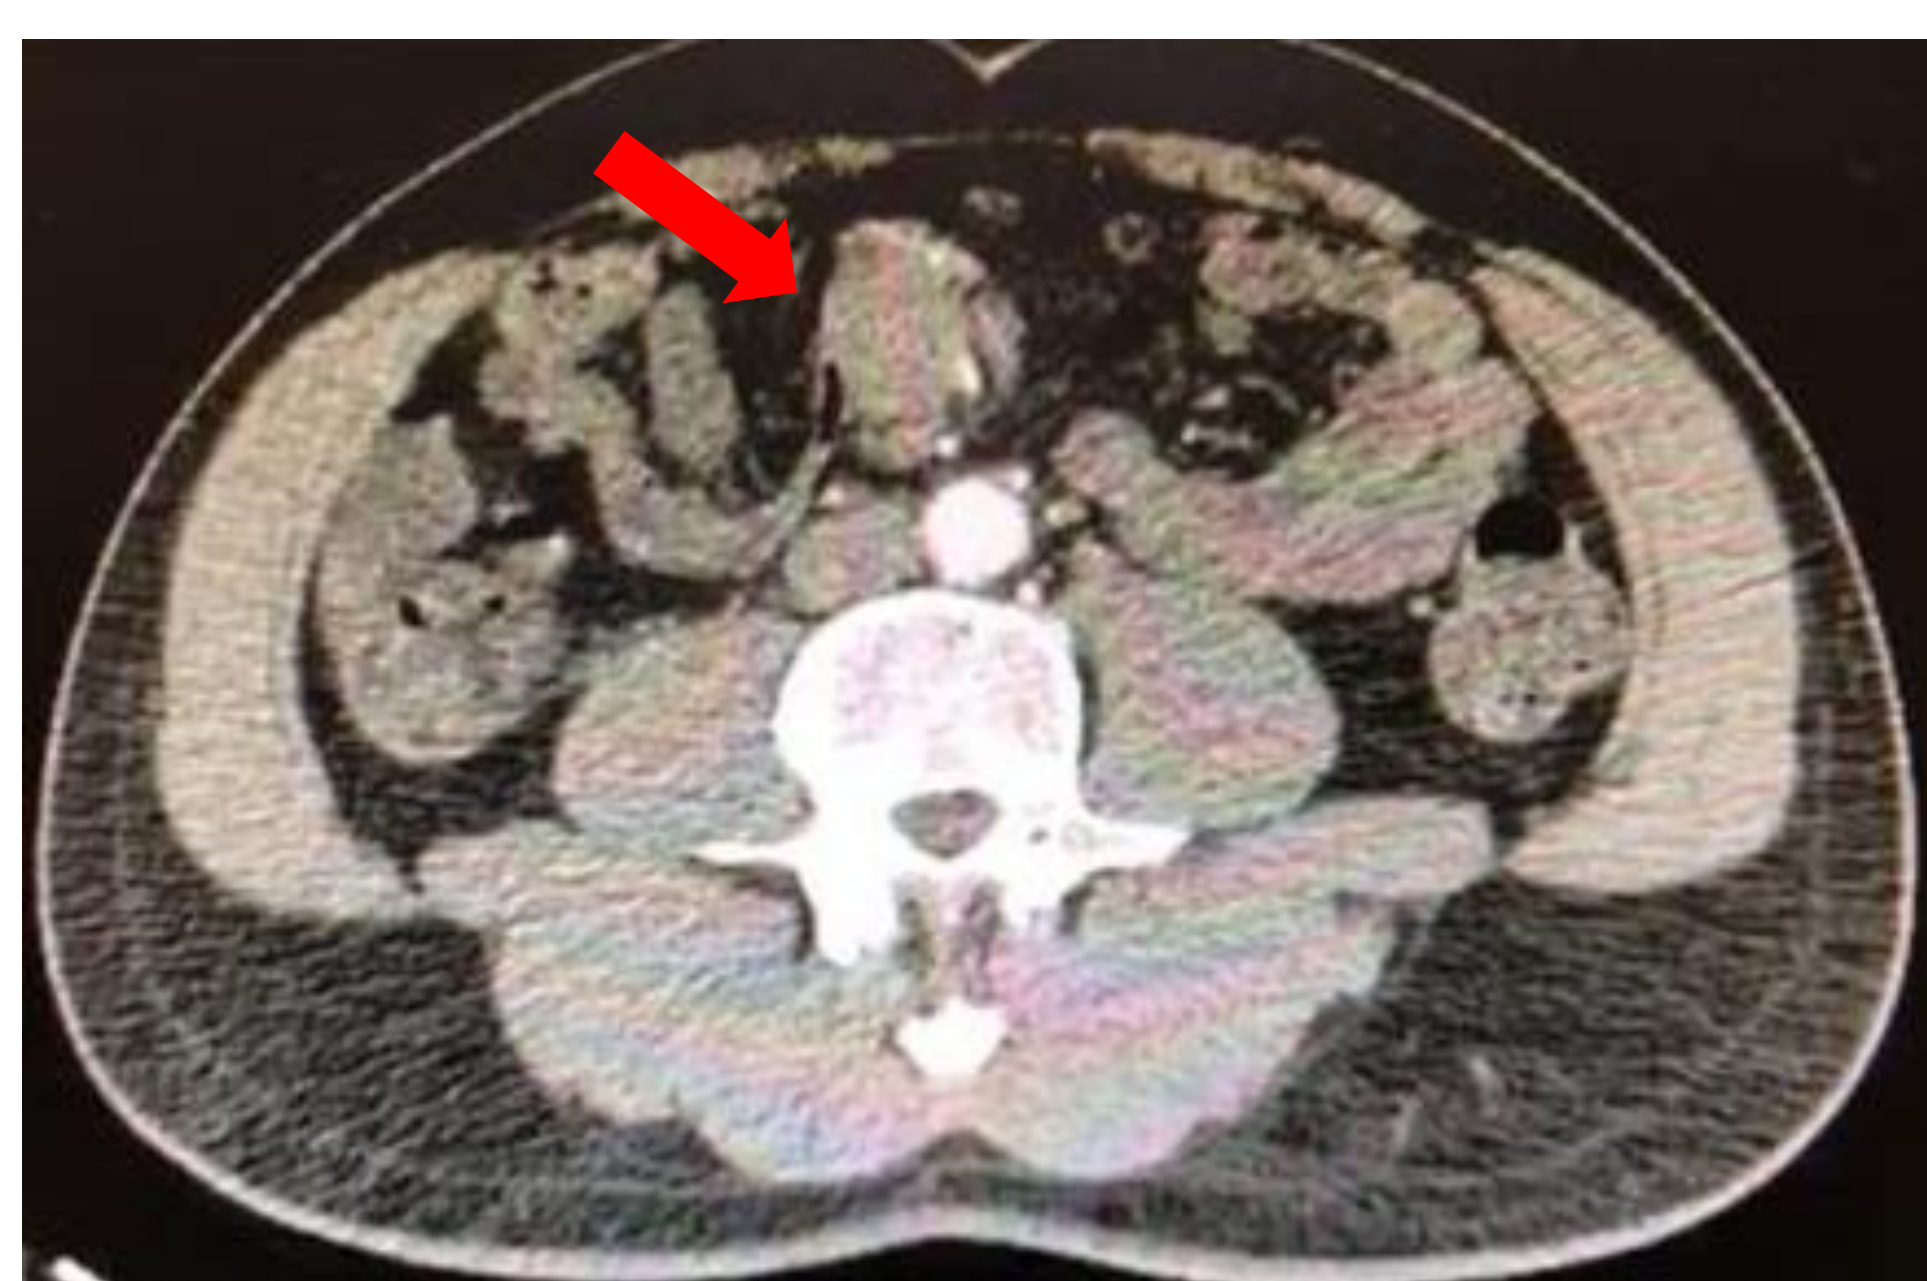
TC evidenciando massa de 44mm em mesogastro com aumento linfonodal e inflamação mesentérica
